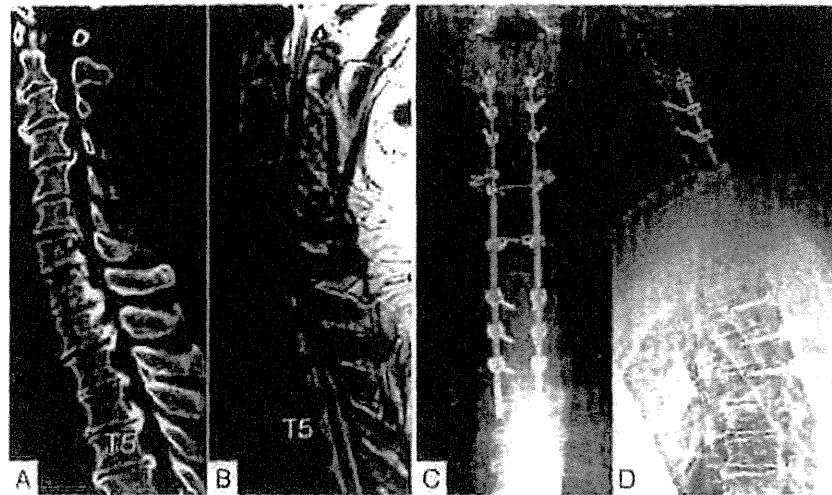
A:術前CT, B:術前MRI, C, D:術後X-p
